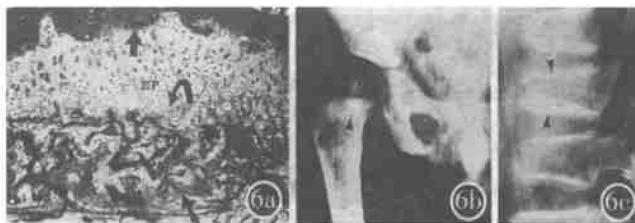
a) 实验性氟骨症骺板软骨肥大细胞萎缩成骨障碍, 导致骺板下紊乱膜内成骨。图中为股骨上端骺板组织切片 (HE 染色) 显示图上方为股骨头骨骺终板 (黑箭), 终板下为骺板 (EP), 软骨肥大细胞萎缩 (弯黑箭) 成骨障碍。骺板下 (图下方) 为紊乱的膜内成骨所形成的无结构的编织骨 (Woven bone)。b) 儿童氟骨症骨盆 X 线平片显示: 右股骨颈干骺端均匀无结构的骨硬化带, 即骺板下干骺端形成的紊乱的膜内成骨编织骨 (黑箭头)。c) 儿童红斑狼疮腰椎 X 线平片显示大量服用激素后, 腰椎椎体上下面终板形成较厚的无结构的骨化带 (黑箭头所指即骺板软骨下成骨障碍形成的膜内成骨, 因有大量破骨细胞吸收后, 新骨形成, 亦称为破骨细胞性骨吸收后形成紊乱的编织骨)。
